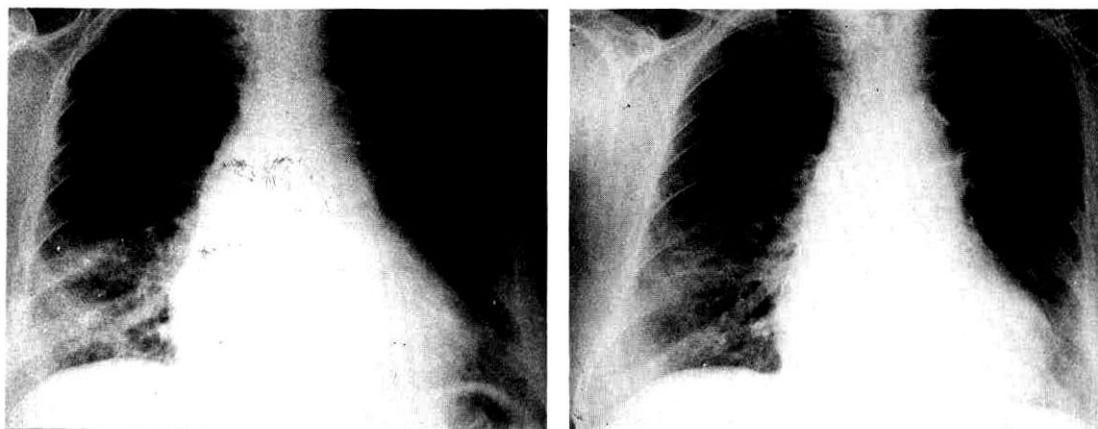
Chest X-ray of RLL pneumonia before (Left) and after (Right) Flomoxef treatment.
